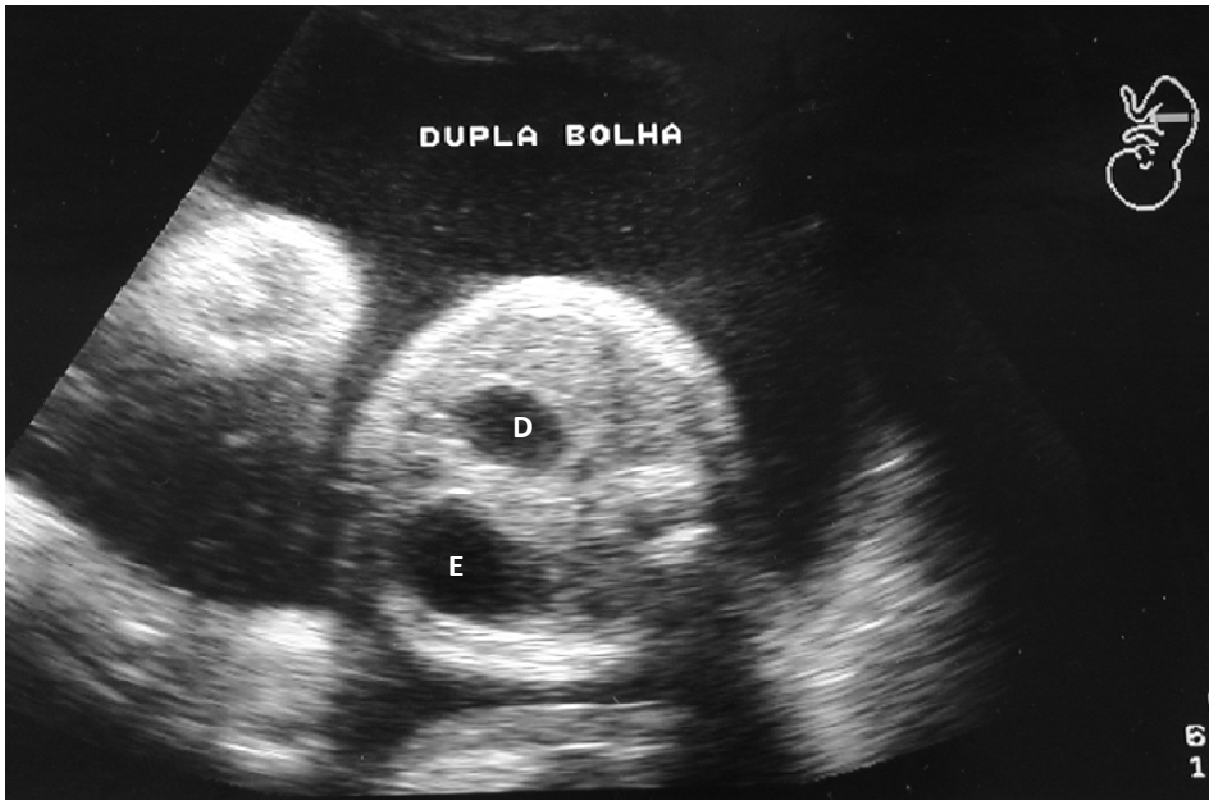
Ultrassonografia mostrando a dilatação do estômago (E) e do duodeno (D) do feto (sinal da dupla bolha), estabelecendo o diagnóstico pré-natal de obstrução duodenal congênita intrínseca.
